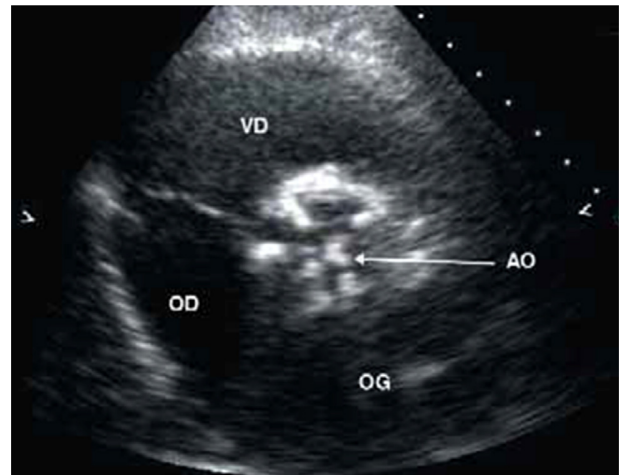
Échocardiographie transthoracique 2D. Coupe transversale de la base et des sigmoïdes aortiques. Calcifications valvulaires aortiques avec limitation de l'ouverture systolique.
